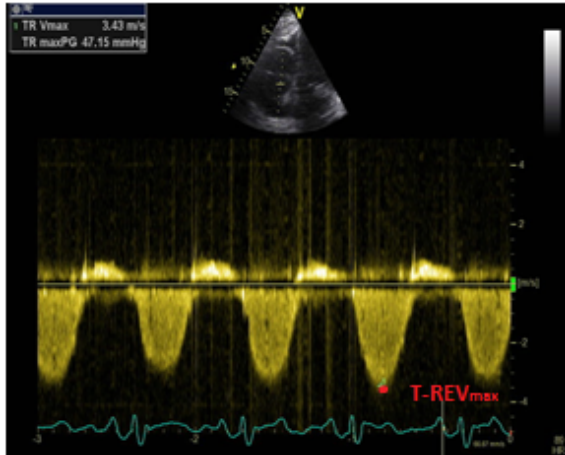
T-REV_{MAX} mit dem CW-Doppler, T-REV_{max}= Trikuspidalregurgitationsvolumen
